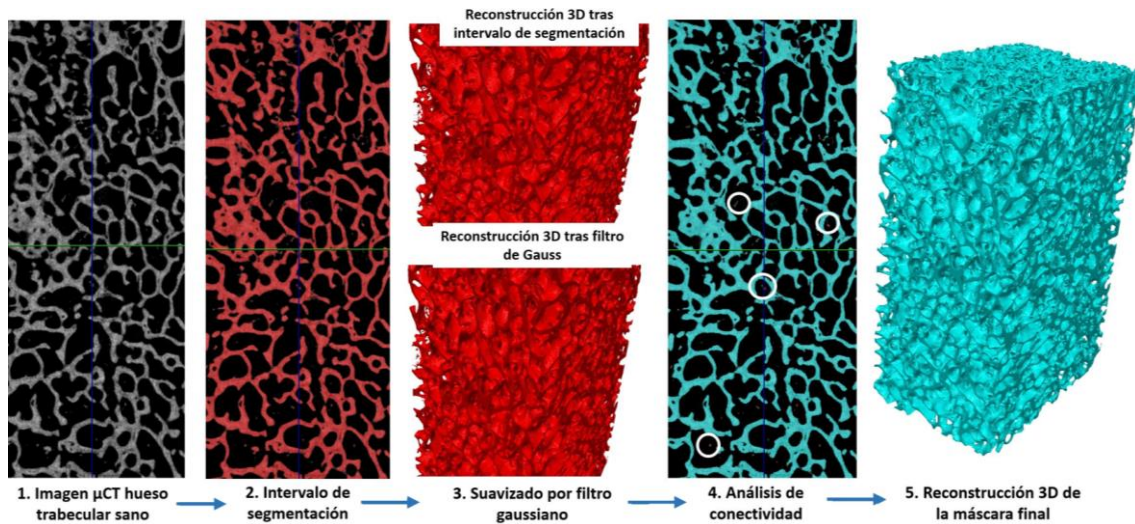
Proceso de segmentación de una imagen μ CT de hueso trabecular sano mediante el software *ScanIP* seguido en el TFM. Tras seleccionar un intervalo de segmentación y aplicar un filtro de suavizado tipo gaussiano, en la cuarta imagen empezando por la izquierda se indican con círculos blancos partes inconexas al hueso trabecular, que para la máscara 3D final han sido eliminadas tras el análisis de continuidad.
